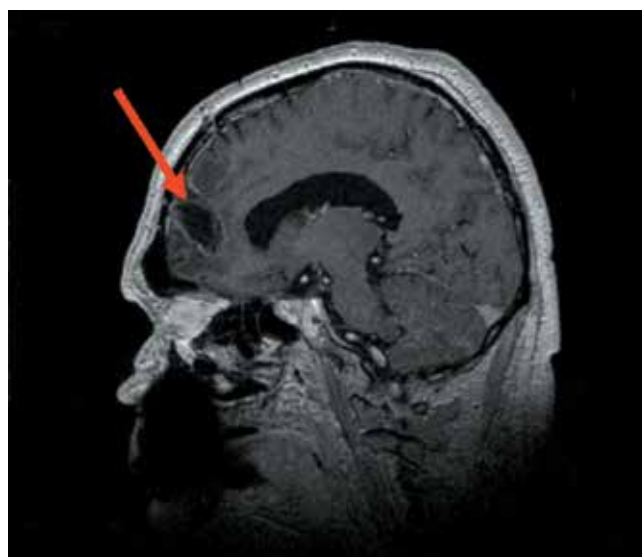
Контрольная магнитно-резонансная томография головного мозга (май 2018 г.): отсутствие рецидива (стрелка)
